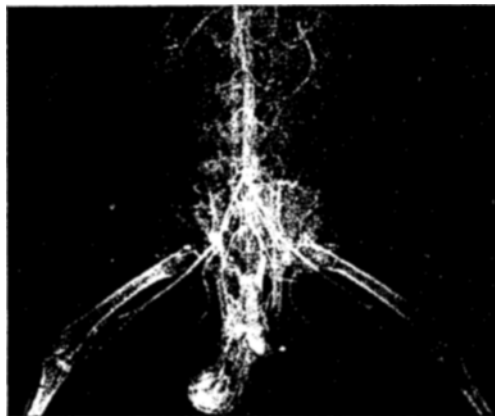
Makrovasoröntgenogramme der unteren Hälfte des Kaninchens mit vielen Metastasen. Man sieht den vergrößerten Hoden mit der Primärgeschwulst.
